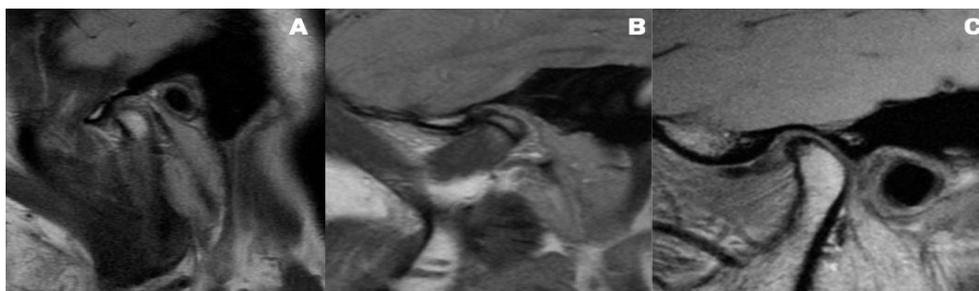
Exame de ressonância magnética com diagnóstico das disfunções da articulação temporomandibular A:disco articular posicionado na fossa mandibular; Modelo B: Disco articular em disfunção temporomandibular com recaptura; Modelo C: Disco articular com disfunção temporomandibular sem recaptura e com limitação de abertura bucal. Fonte: <https://edisciplinas.usp.br/mod/folder/view.php?id=2615128>
